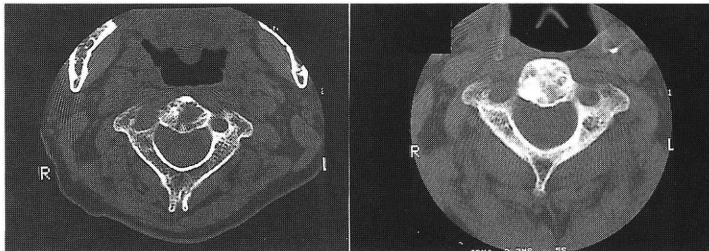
左(A)はC2照射前で歯突起の骨融解が明瞭である。右(B)は照射開始後2.5カ月(40 Gy照射終了後1.5カ月)で、著しい石灰化がC2全体に生じて、図2Cの単純X線所見より早期にCTでの診断可能性を示唆する。
